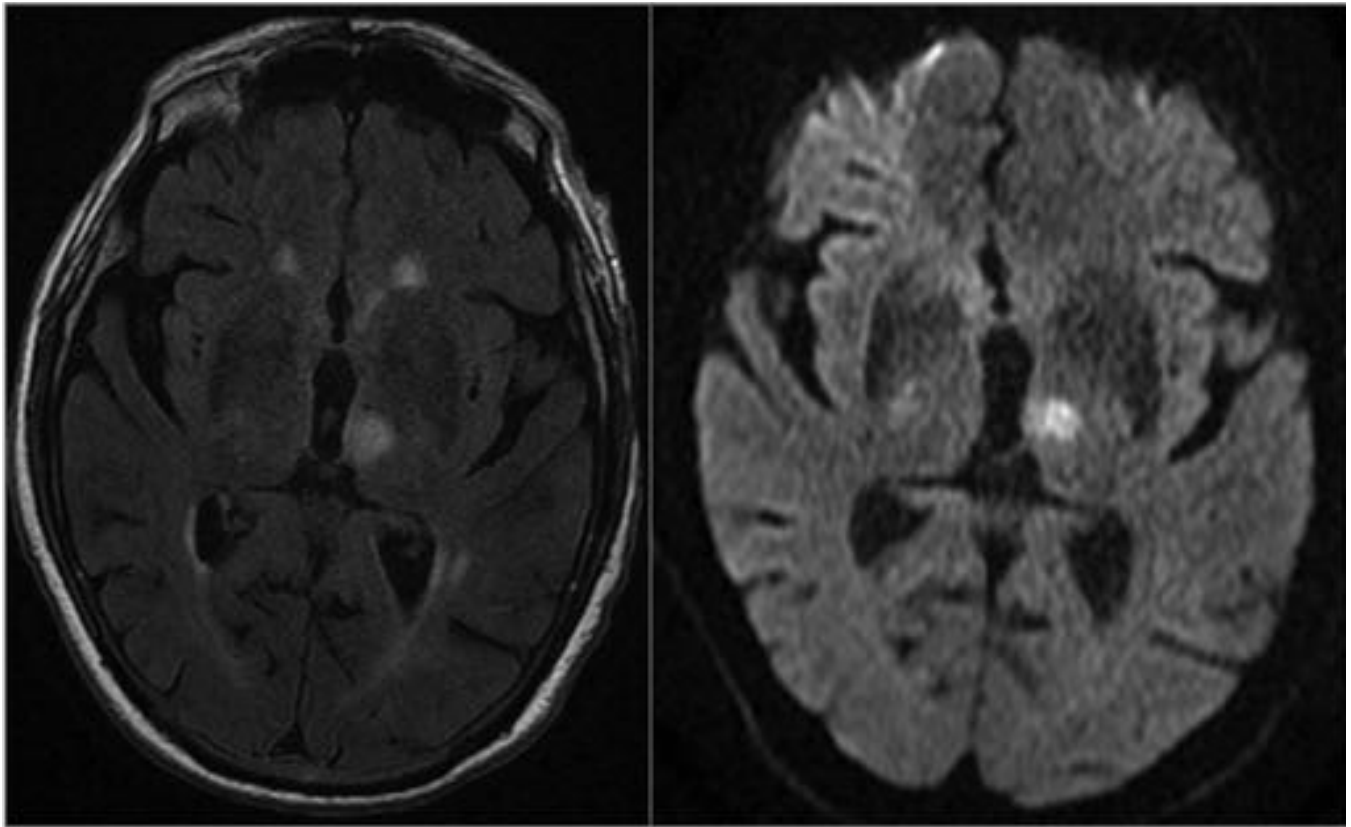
Secuencias FLAIR y DWI de RM que revelan infarto talámico izquierdo.
